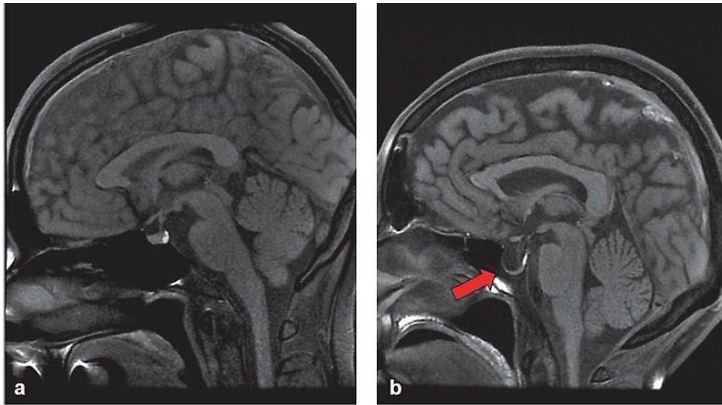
Cerebral MRI scan of normal sella turcica with regular pituitary gland (a) and empty sella (b)
